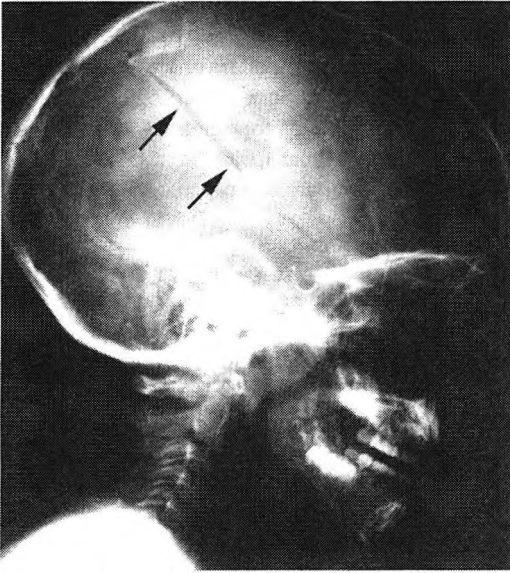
Fractura lineal (flechas) en una radiografía de cráneo en proyección lateral.
